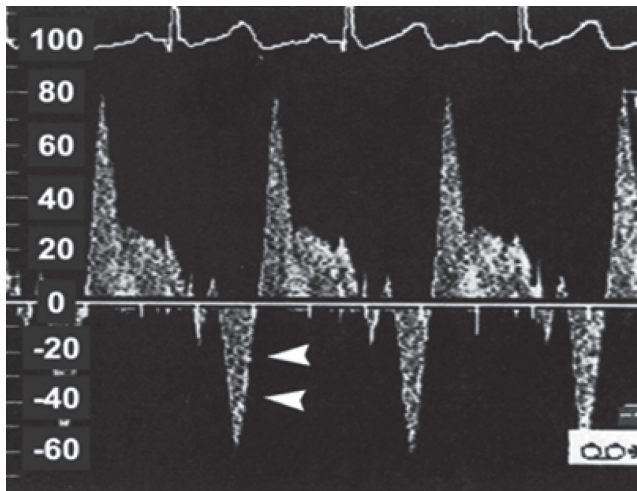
心筋内走行(myocardial bridge)する冠動脈で記録された Doppler 血流波形(“finger-tip pattern”または“spike-and-dome pattern”)(Klues HG et al. 1997<sup>35)</sup>より改変引用)
